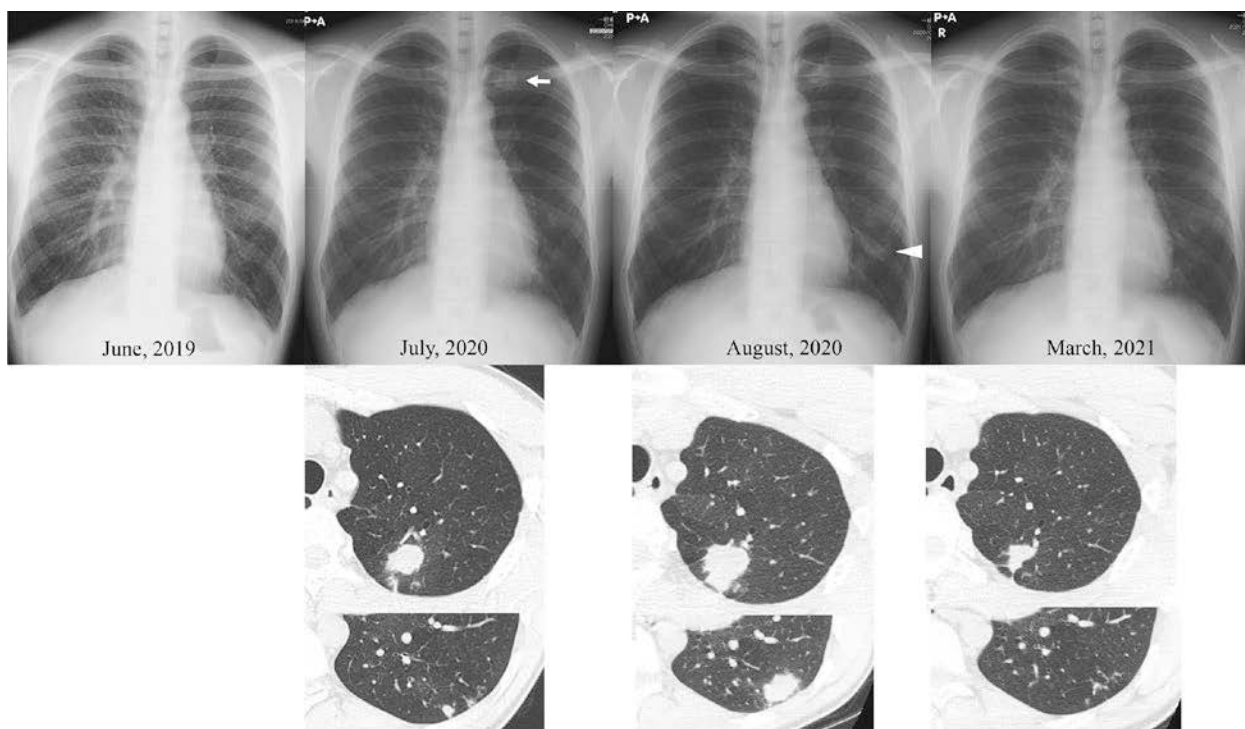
Chest X-ray and computed tomography (CT) images. No abnormal shadows were noted on a chest X-ray in June 2019. However, a nodule (arrow) was found overlapping the left clavicle on a chest X-ray at the first visit to our hospital in July 2020, and CT showed nodular shadows in the left lung apex and left lower lobe. One month later (August 2020), an X-ray showed an increase in both the number and the size of the nodules at the left lung apex, and another nodule (arrowhead) was found in the left lower lung field. Four months after the start of treatment (March 2021), an X-ray showed that nodular shadows at the left lung apex and left lower lung field had disappeared, and CT also showed a reduction in nodular shadows at the same locations.
